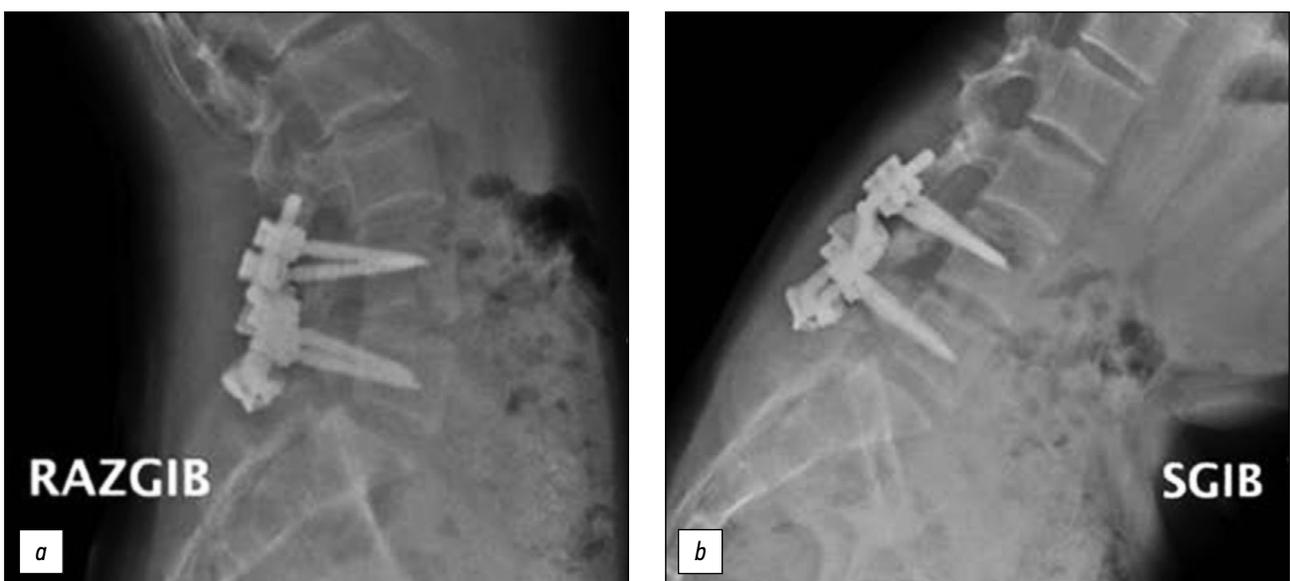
Функциональная рентгенография поясничного отдела позвоночника: *a* — положение разгибания, *b* — положение сгибания.
